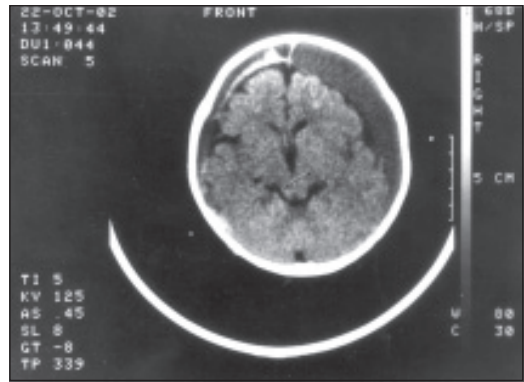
Компьютерная томограмма головного мозга. Субдуральная супратенториальная гематома
